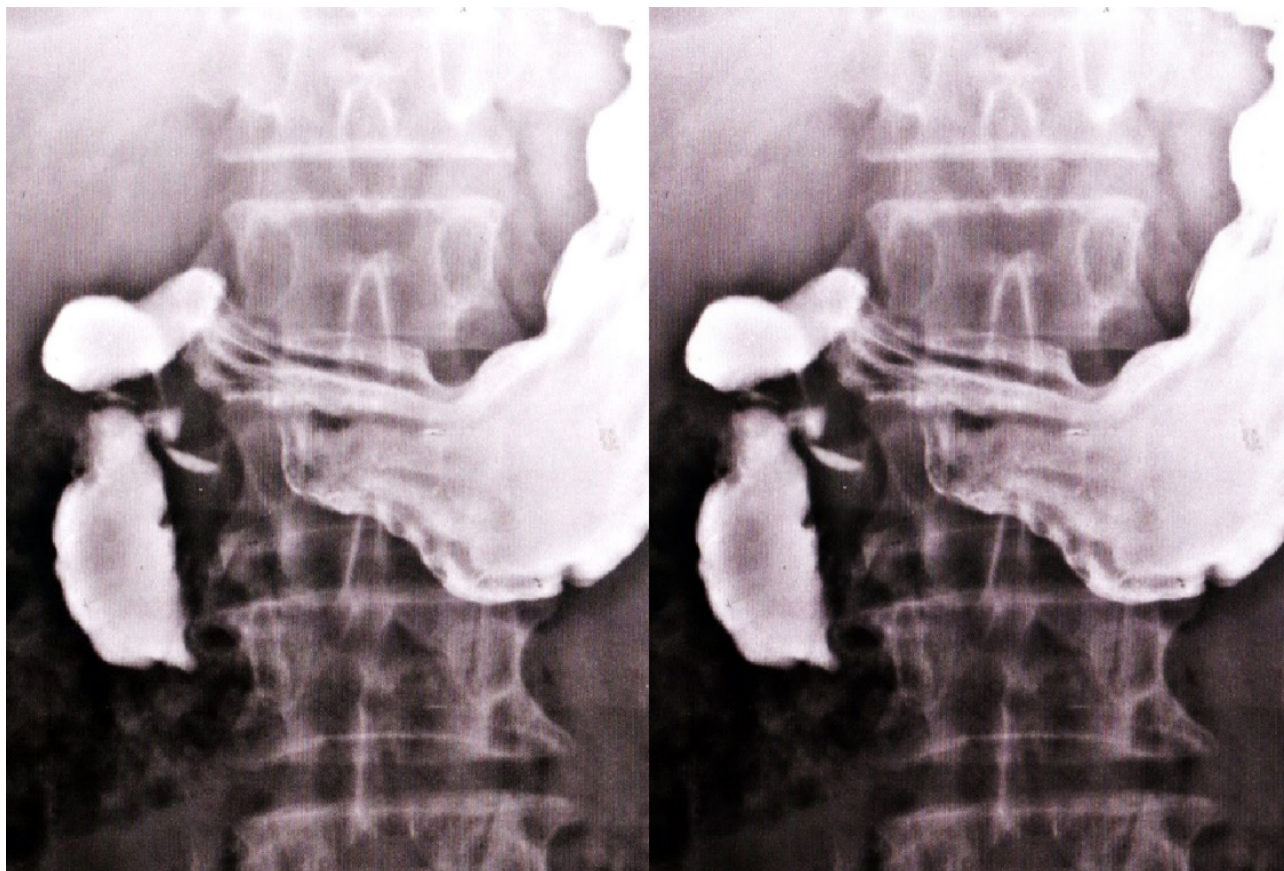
Рентгеноконтрастное исследование желудка и двенадцатиперстной кишки: а) Залуковичная пенетрирующая стенозирующая околососочковая язва, рефлюкс контрастной массы в Вирсунгов проток поджелудочной железы; б) артерио-мезентериальная компрессия ниже-горизонтальной части ДПК.
